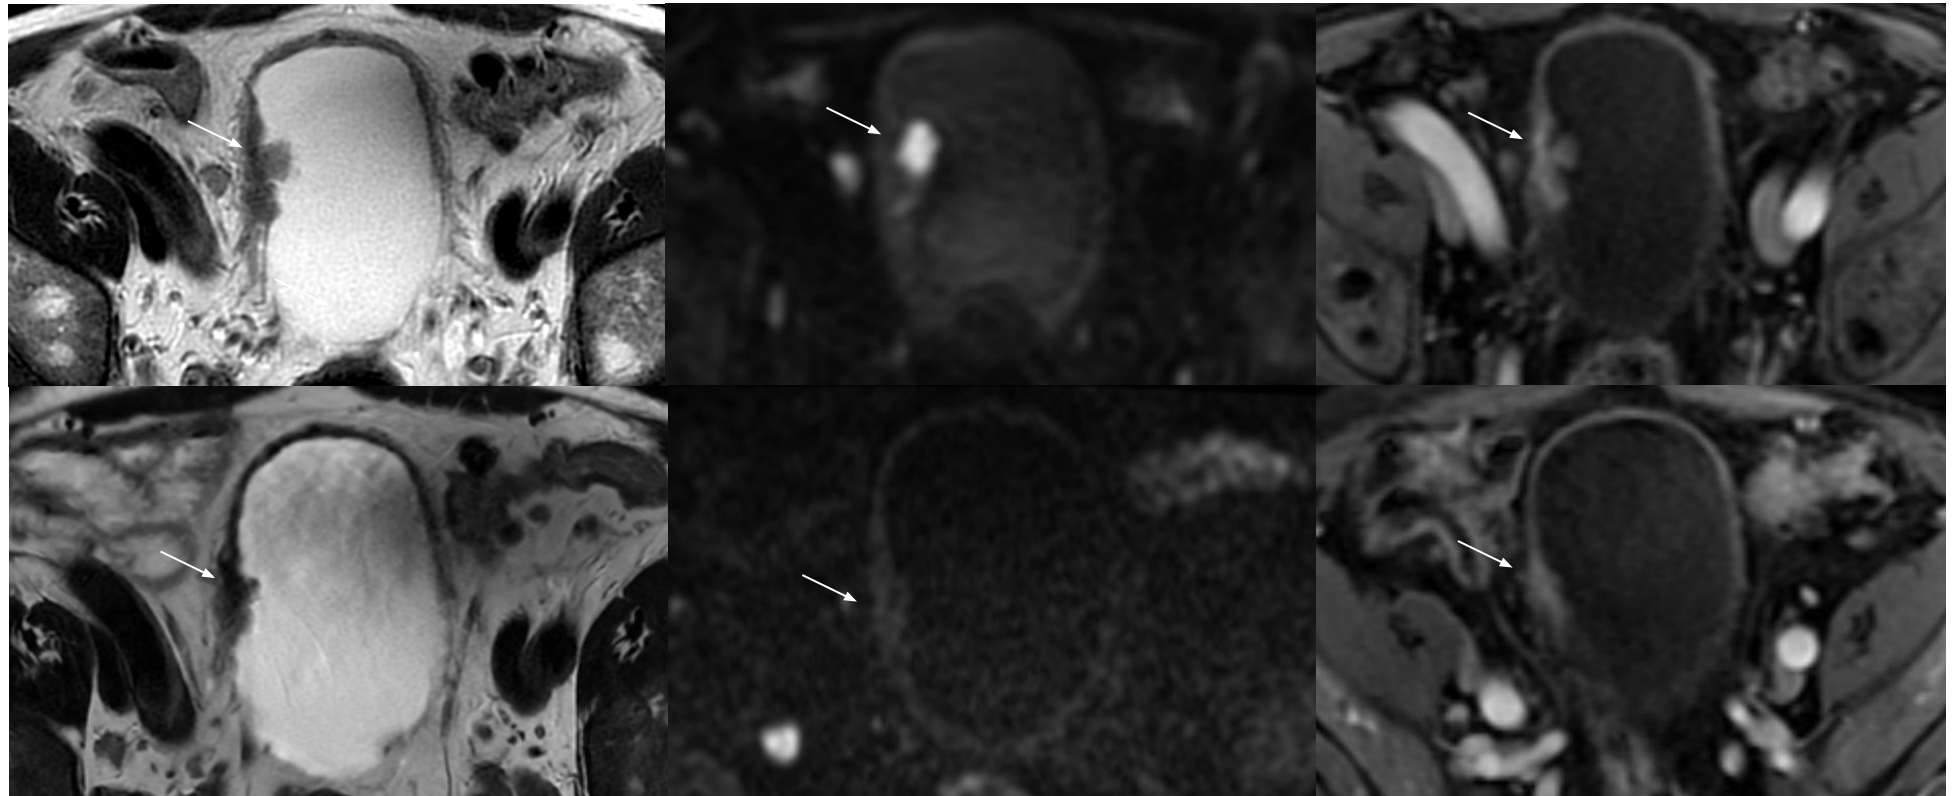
axiales T2, DWI b1000 y DCE de una NVMI (flecha) preTNA (parte superior) con categorización VI-RADS 5 y postTNA (parte inferior) con categorización NacVI-RADS 4. En el estudio postTNA se observa disminución del tamaño de la lesión, con resolución de la restricción a la difusión, pero con persistencia de realce que afecta a la capa muscular. El resultado histológico fue pT0b pN0, tratándose de un falso positivo.
